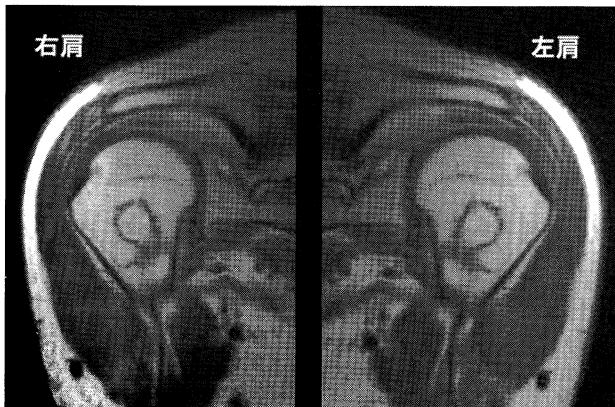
Coronal MRI scan of the bilateral humeral heads in a 59 y/o diving fisherman. Areas of decreased signal in the metadiaphyseal lesions can be seen.
